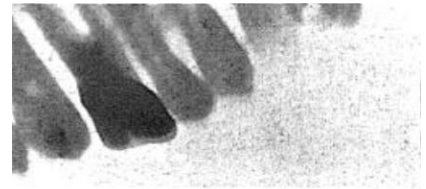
Рентгенограма Мортон, на якій видно штучну коронку на молярі..
